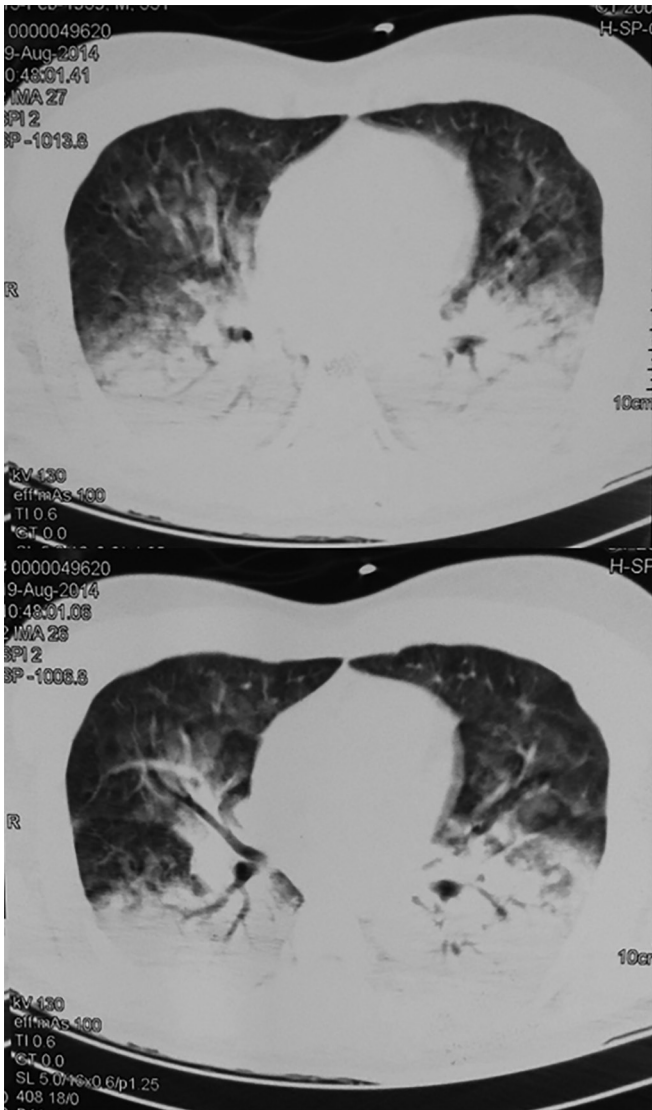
Tomografia computadorizada de tórax inicial.
